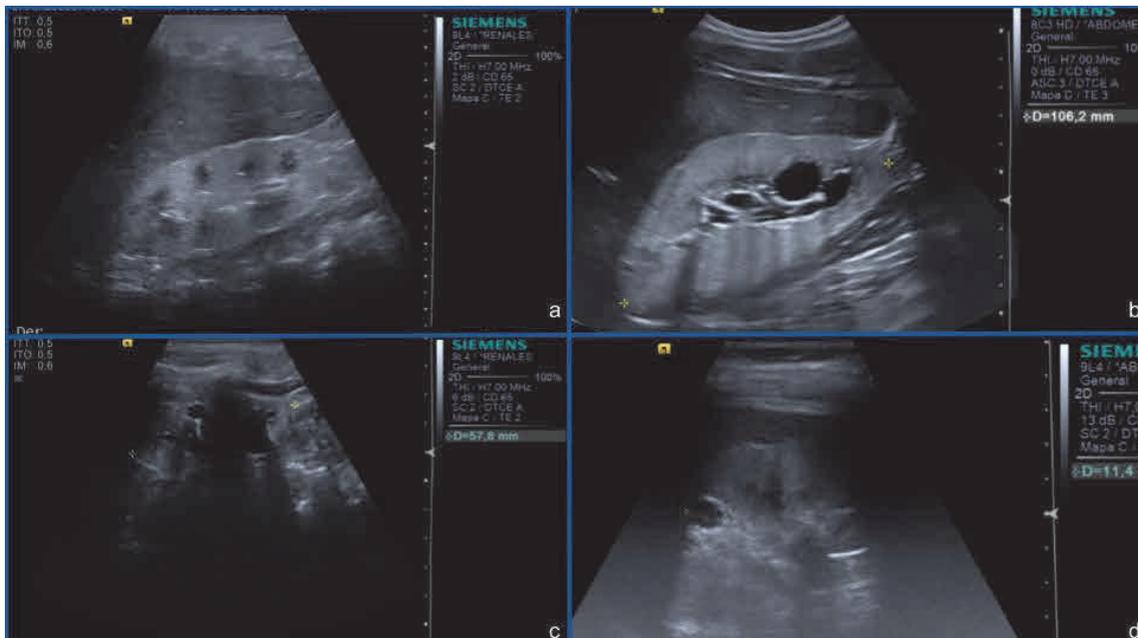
Nefropatía parenquimatosa en ERC. Pacientes pediátricos con ERC que muestran en ecografía renal un aumento de la ecogenicidad cortical (a-d) con displasia quística (b-d) y disminución de tamaño (c). Fuente: propia.
